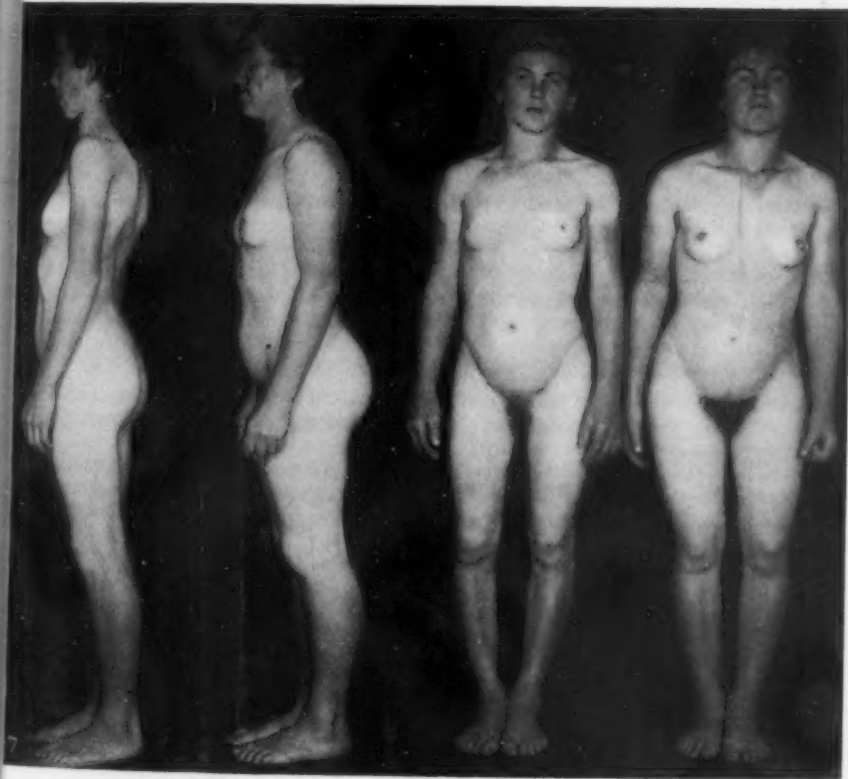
16- und 17-jährige Geschwister mit leichtester Ausprägung chondrodystrophischer Merkmale. Äußere Merkmale sind nicht mehr mit Sicherheit festzustellen. Röntgenologisch finden sich am Becken und den Kniegelenken die typischen Veränderungen des chondrodystrophischen Skeletts.
